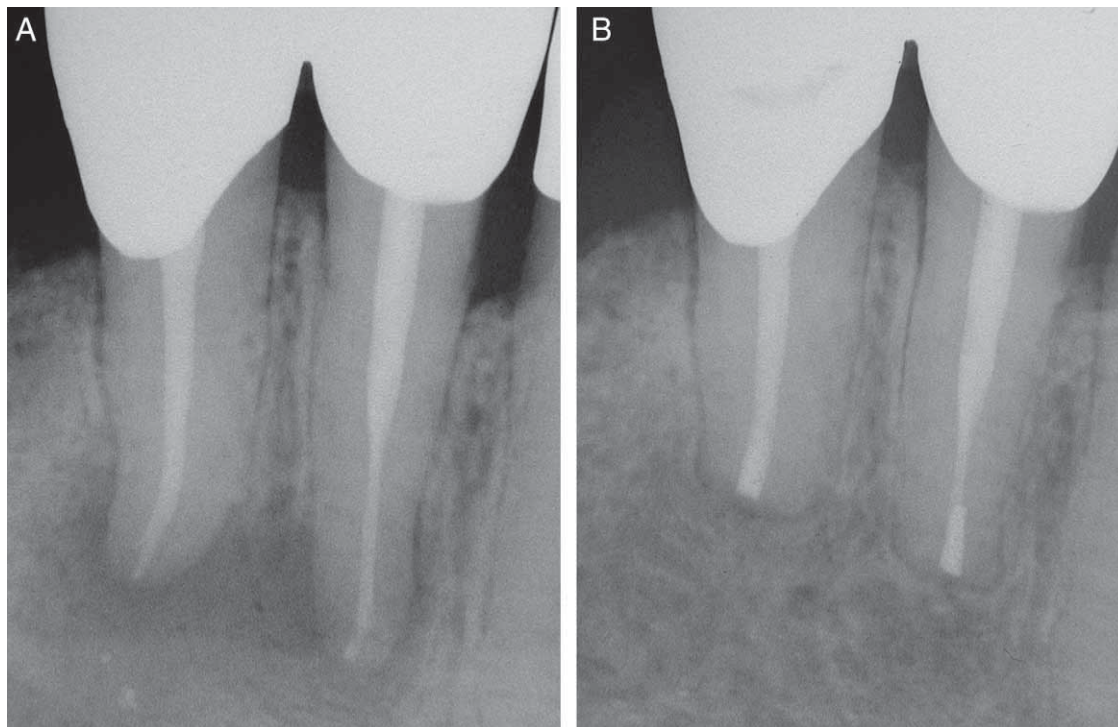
A. Radiografia pre-operatoria. B. Radiografia di controllo dopo due anni. Si notino le otturazioni retrograde profonde 3 mm, in asse con il canale radicolare e delle medesime dimensioni dei canali radicolari originali.
